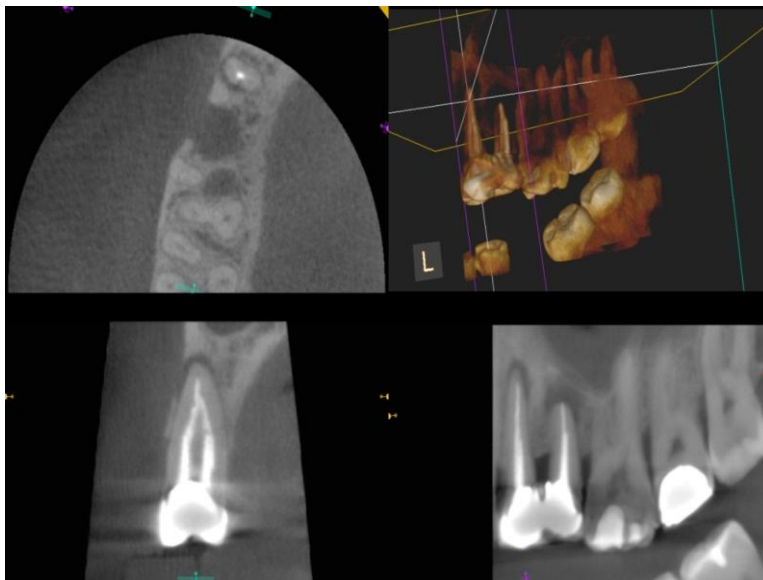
Visualización de artefactos, que muestra endurecimiento del haz causados por el material de relleno de la restauración. (Fuente: <http://auladentalavanzada.com/cbct-en-endodoncia/>)
